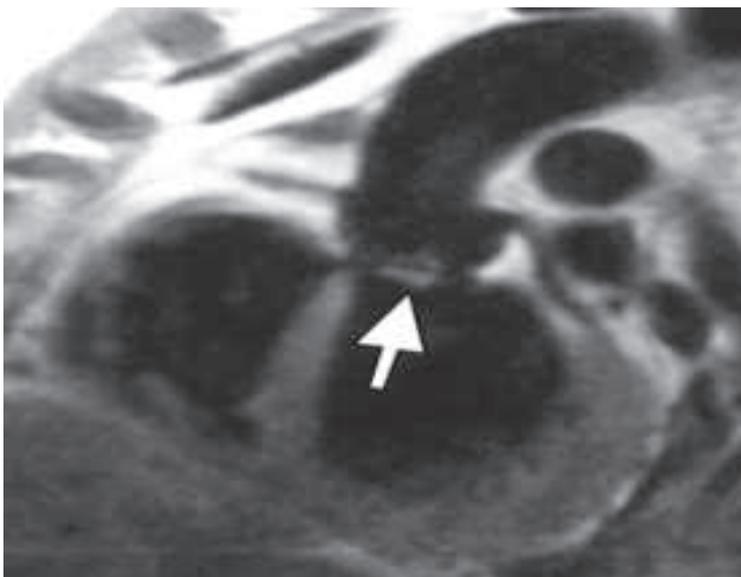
Endocardite infecciosa em válvula aórtica devido *Staphylococcus aureus* diagnosticada pela ressonância magnética.
